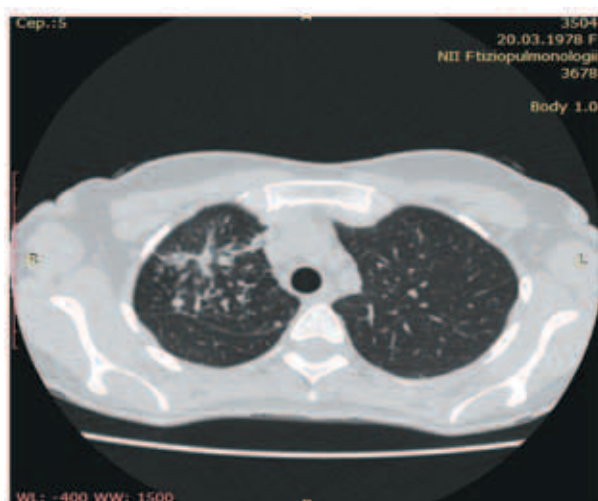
КТ органов грудной клетки пациентки К.С. через 3 месяца терапии (от 10.11.2014 г.)
